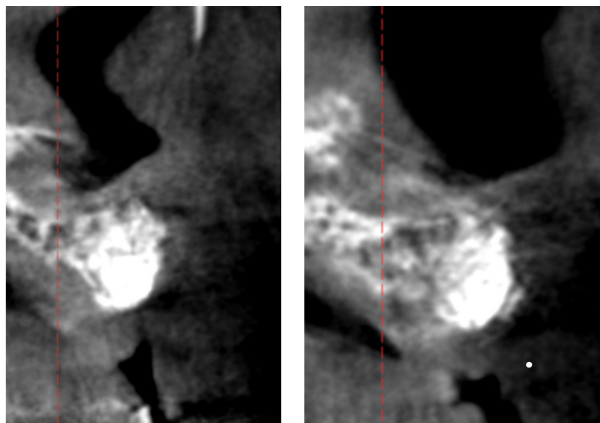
TAC después de 6 meses.
